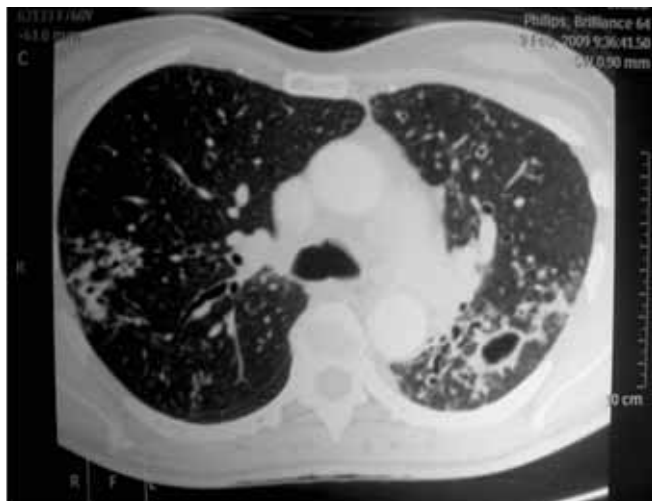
Bronquiectasias múltiples bilaterales. Pequeñas opacidades en las ramas periféricas de bronquios y bronquiolos con morfología de «árbol en brote». Cortes axiales de tomografía helicoidal de tórax, ambas imágenes.
